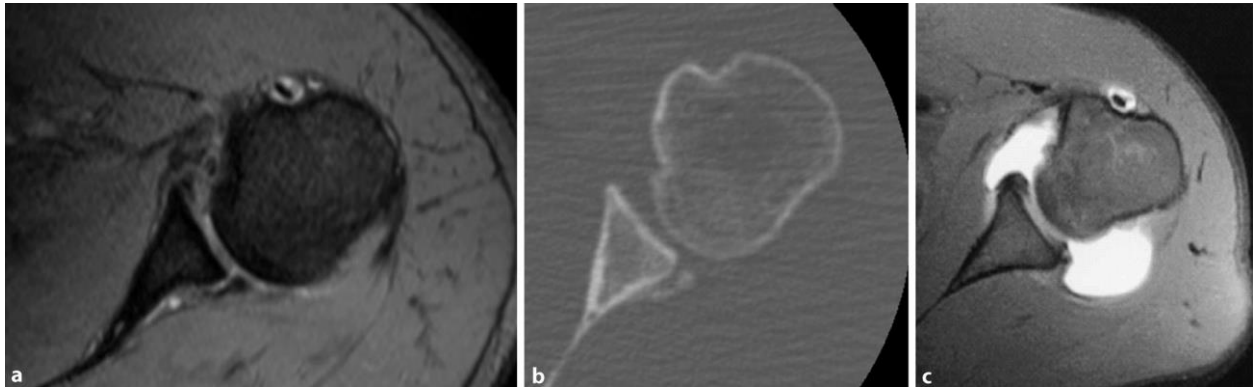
Структурна динамічна задня нестабільності (B2). Динамічна структурна задня нестабільність плеча з пошкодженням типу задній кістковий Банкарт (МРТ) (а) та КТ (б). МР-графія хворого з надлишком задньої капсули та пошкодження зворотній Банкарт, як приклад комбінованого структурного дефіциту та структурних пошкоджень (с).
